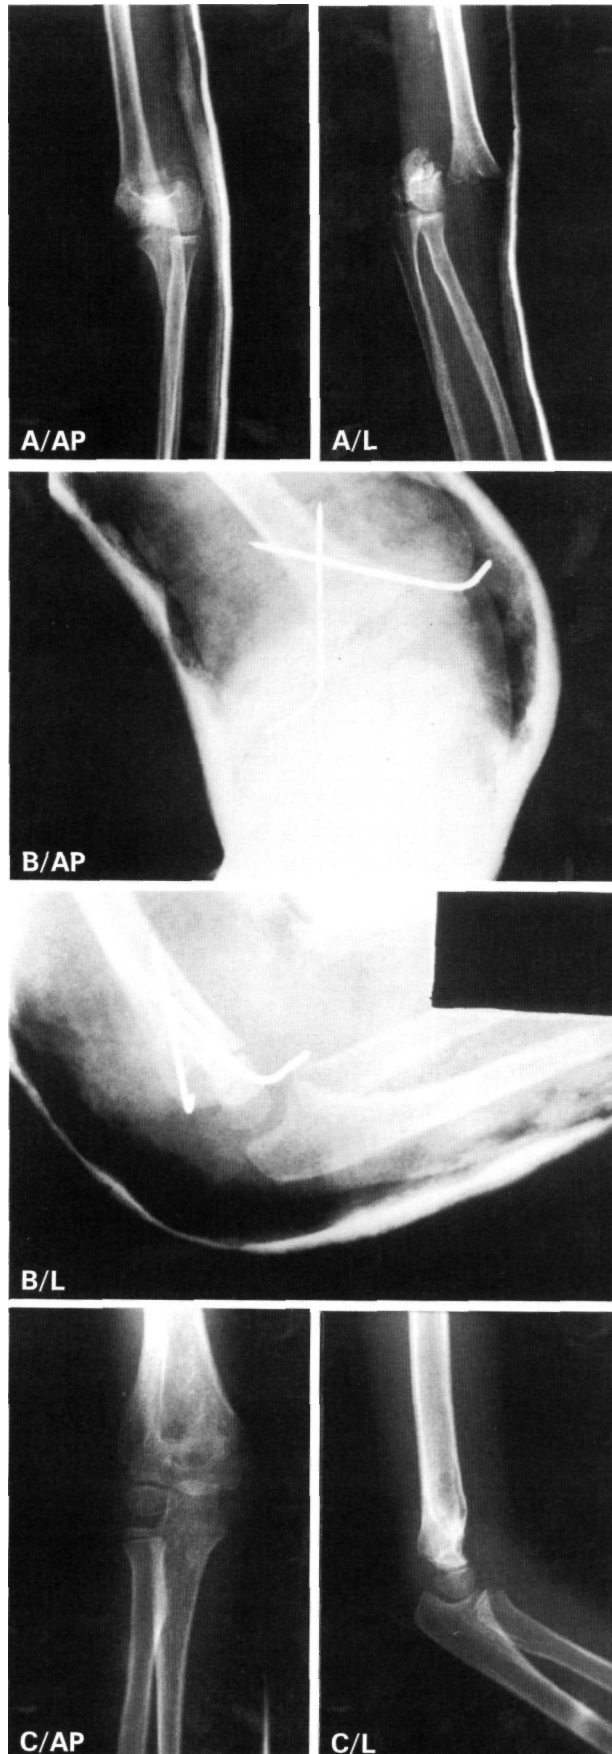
Radiografías del codo derecho de un niño de 8 años que sufrió una fractura supracondílea al caerse desde un columpio. A: Fractura supracondílea con desplazamiento completo tipo III de Gartland (proyección AP y L). B: Reducción y osteosíntesis de la fractura con agujas de K (proyección AP y L). C: Resultado satisfactorio después de un año del tratamiento (proyección AP y L).
